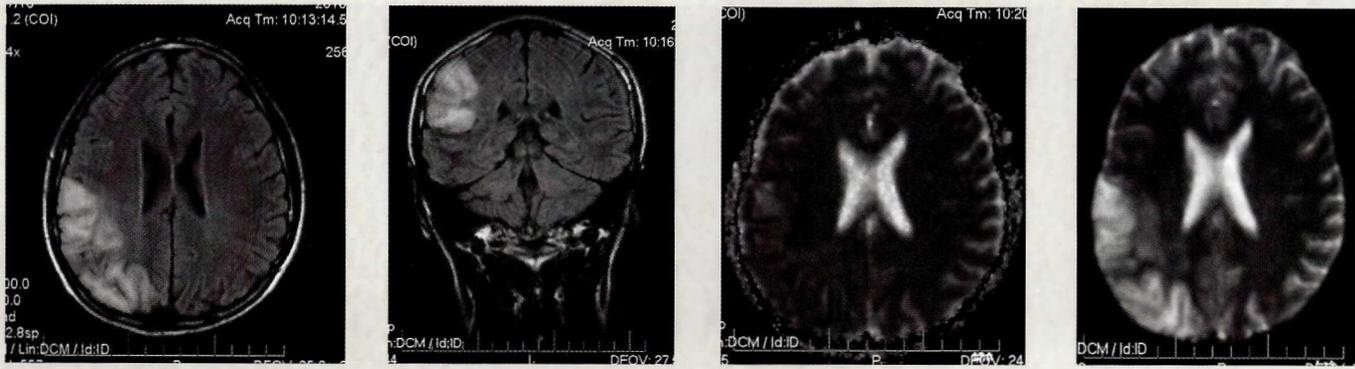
Resonancia magnética cerebral axial y coronal, secuencia FLAIR que muestra imagen hiperintensa corticosubcortical que delimita los surcos, que se restringe en la DWI pero no se representa en el ADC.
